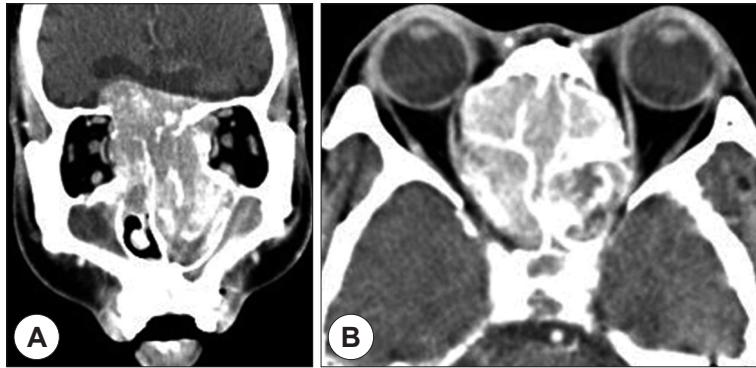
Preoperative CT show a large heterogenous mass in bilateral nasal cavity and ethmoid sinus extending to anterior cranial fossa. The soft densities of both maxillary sinus were considered as inflammation. A : Coronal. B : Axial view.
